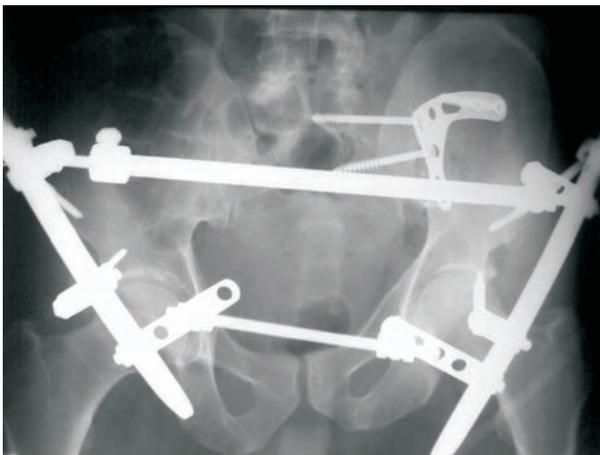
Фоторентгенограмма после остеосинтеза таза
